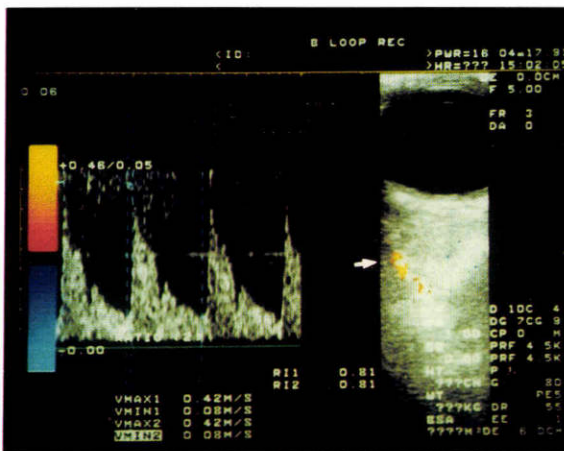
超音波 color Doppler 法の測定結果。
